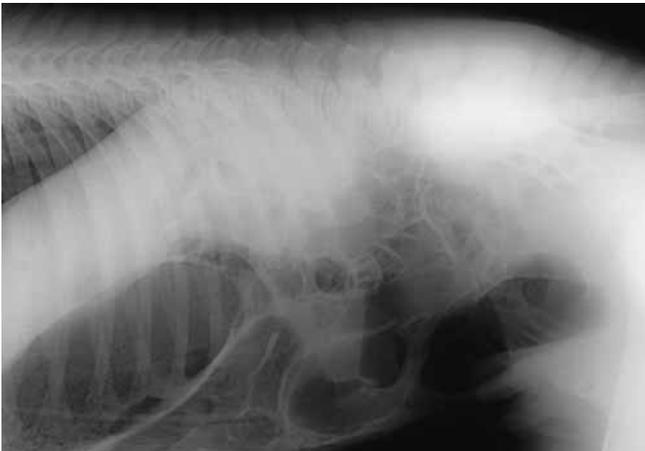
Röntgenologische Untersuchung des Abdomens: Flüssigkeitsspiegel und Gasansammlung im Colon ascendens. *Radiologic examination of the abdomen: air-fluid levels in the ascending colon.*
